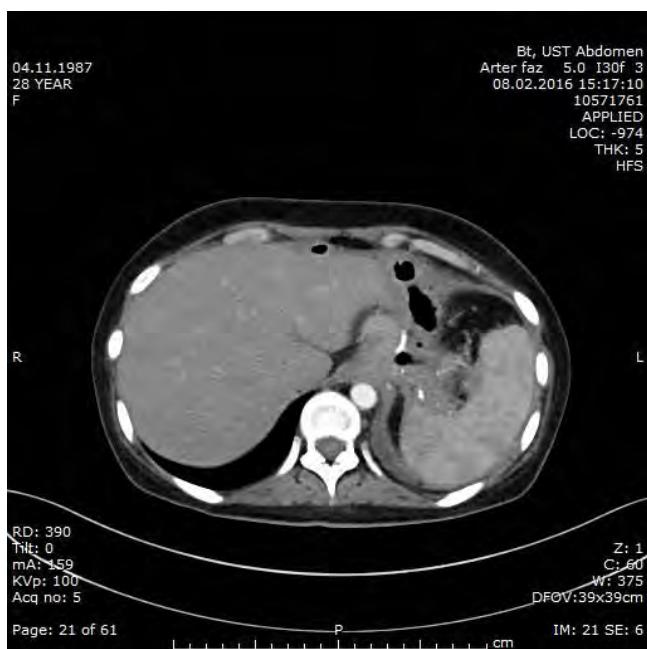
CT scans showing gastrosplenic abscess formation
